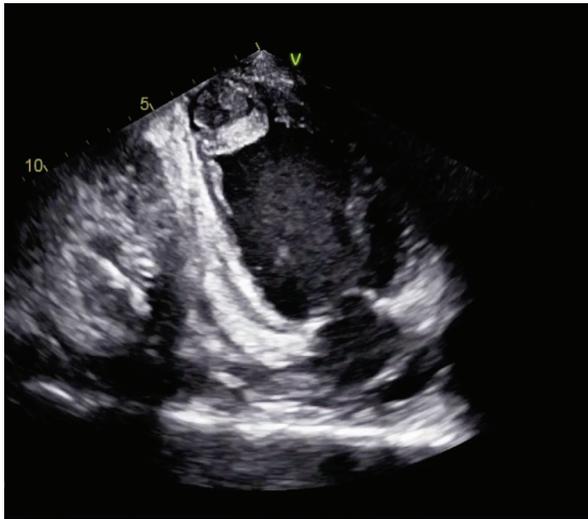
Ecocardiograma transtorácico, eje apical 2c, con trombo apical.
